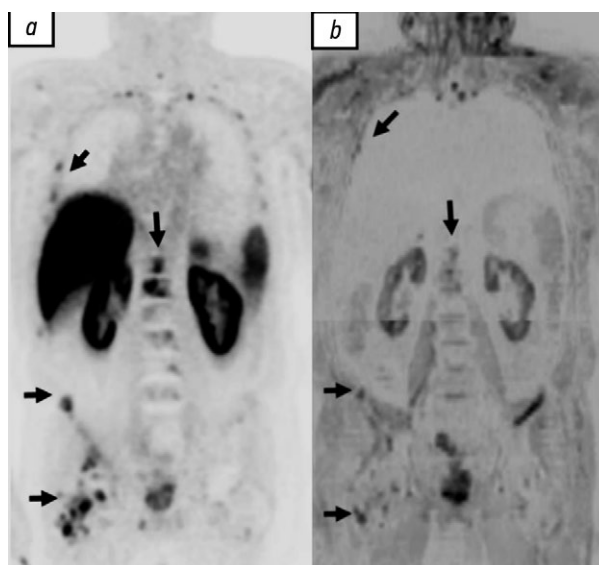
Множественные метастазы в костях у пациента с аденокарциномой предстательной железы (Глисон 3+4), собственное наблюдение: *a* — позитронно-эмиссионная томография с  $^{18}\text{F}$ -простатоспецифичным мембранным антигеном-1007; *b* — инвертированное диффузно-взвешенное изображение всего тела.
